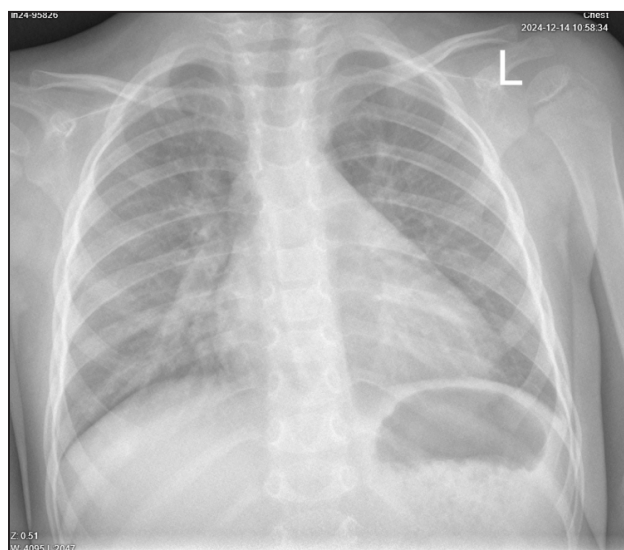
Chest X-ray of a 2 year old male patient, segmental pneumonia in the lower lobe of the right lung
